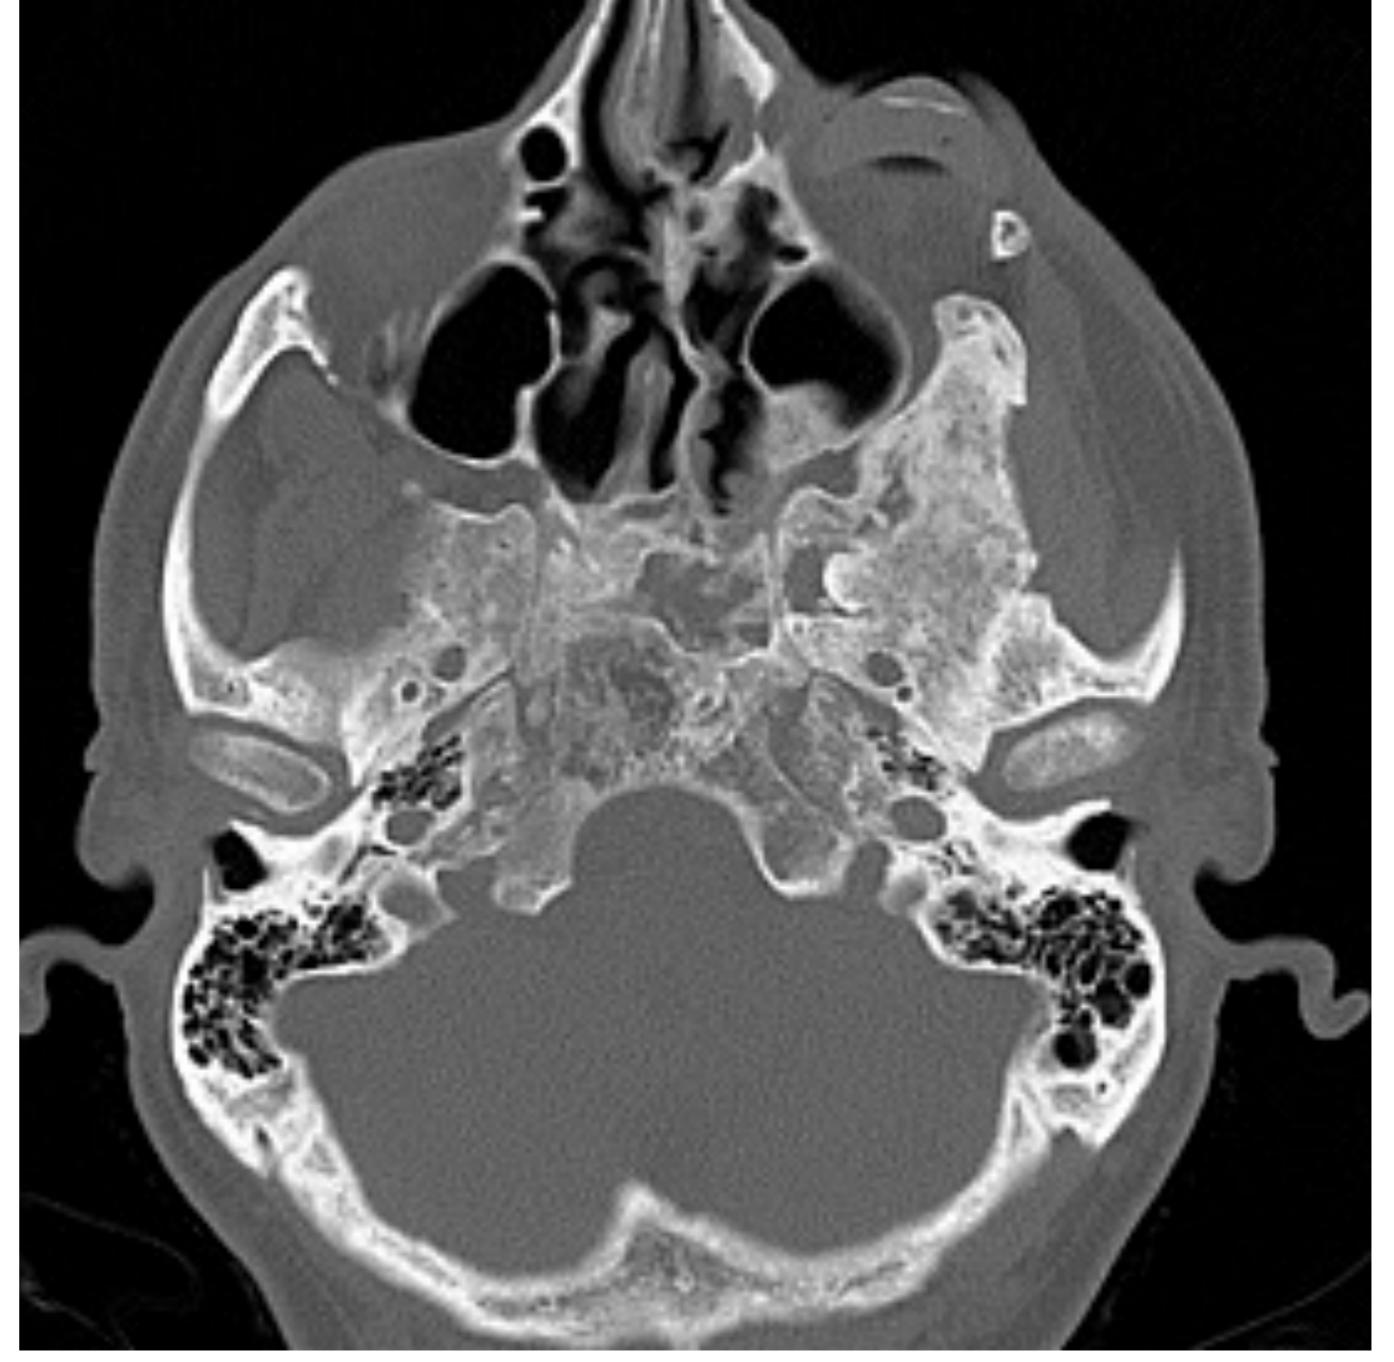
TC ósea coronal y axial. (Izqda.) Afectación ósea expansiva del díploe frontal izquierdo con patrón radiotransparente y esclerótico mixto (flecha). (Dcha.) Obsérvese la afectación de la base del cráneo y ala mayor del esfenoides.
